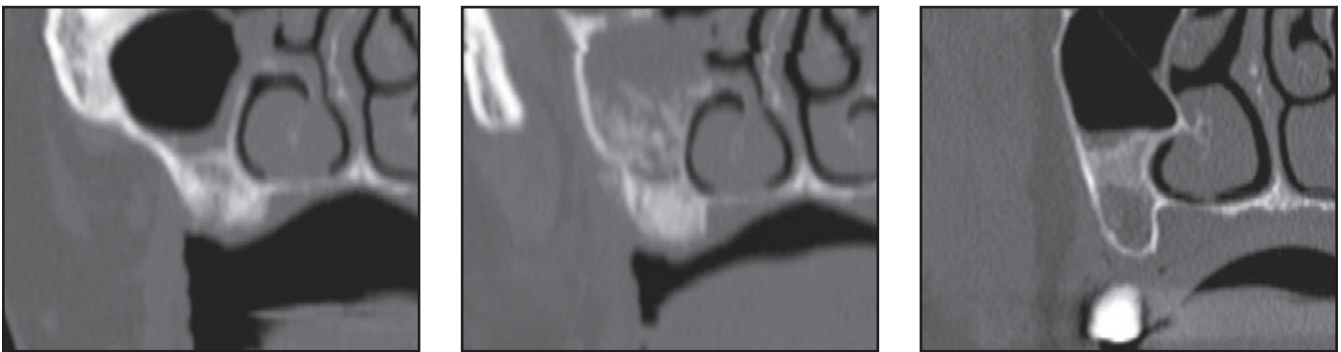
bis 2f Patient 2: Paraxiale CT-Scans der linken Kieferhöhle (2 Schwämme), die (links) sofort nach dem Eingriff, (Mitte) 3 Monate nach dem Eingriff und (rechts) 6 Monate danach angefertigt wurden.
